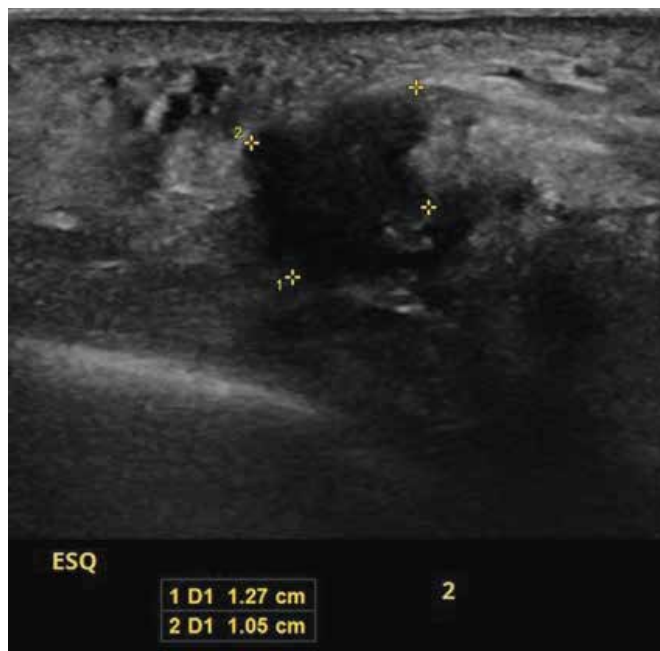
ultrassonografia de neuroma de Morton no segundo espaço intermetatarsal
